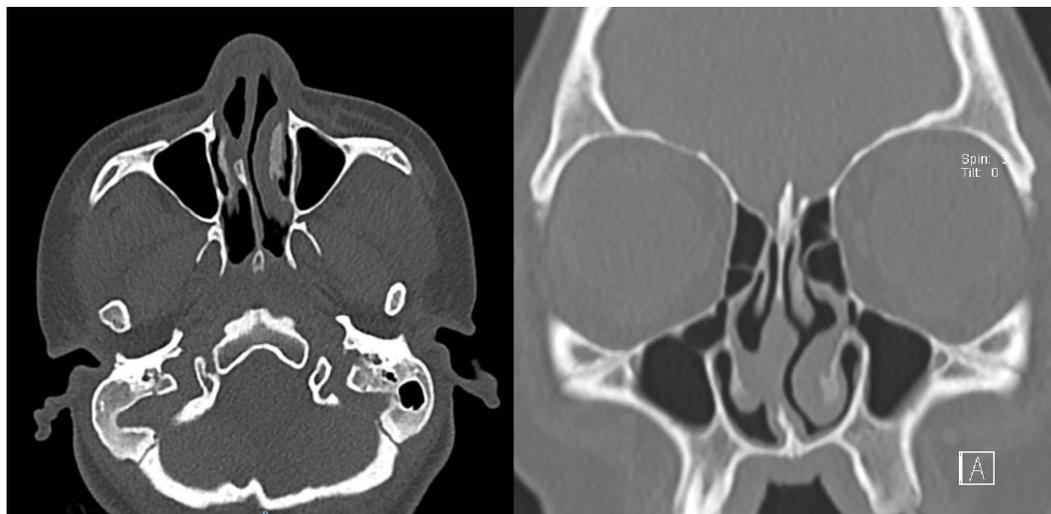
Tomografía de nariz y senos paranasales simple con presencia de sinequia turbinoseptal derecha condicionando desviación septal (Paciente 6).
